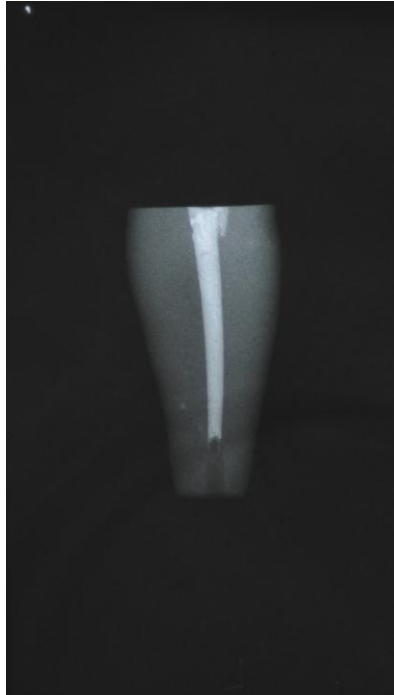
Radiografia com o retropreparo realizado.
